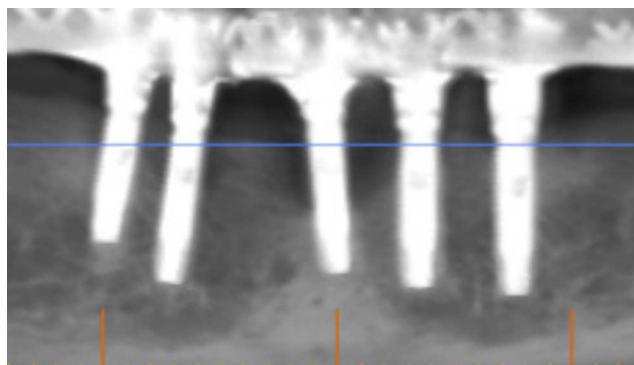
Radiografía con implantes en fallo e indicación de remoción.
